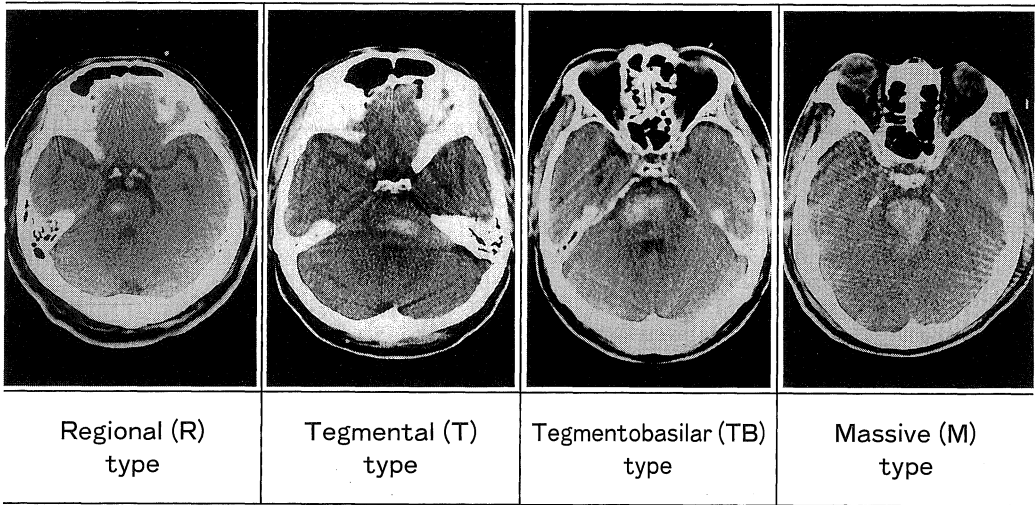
CT classification of brainstem hemorrhage.
